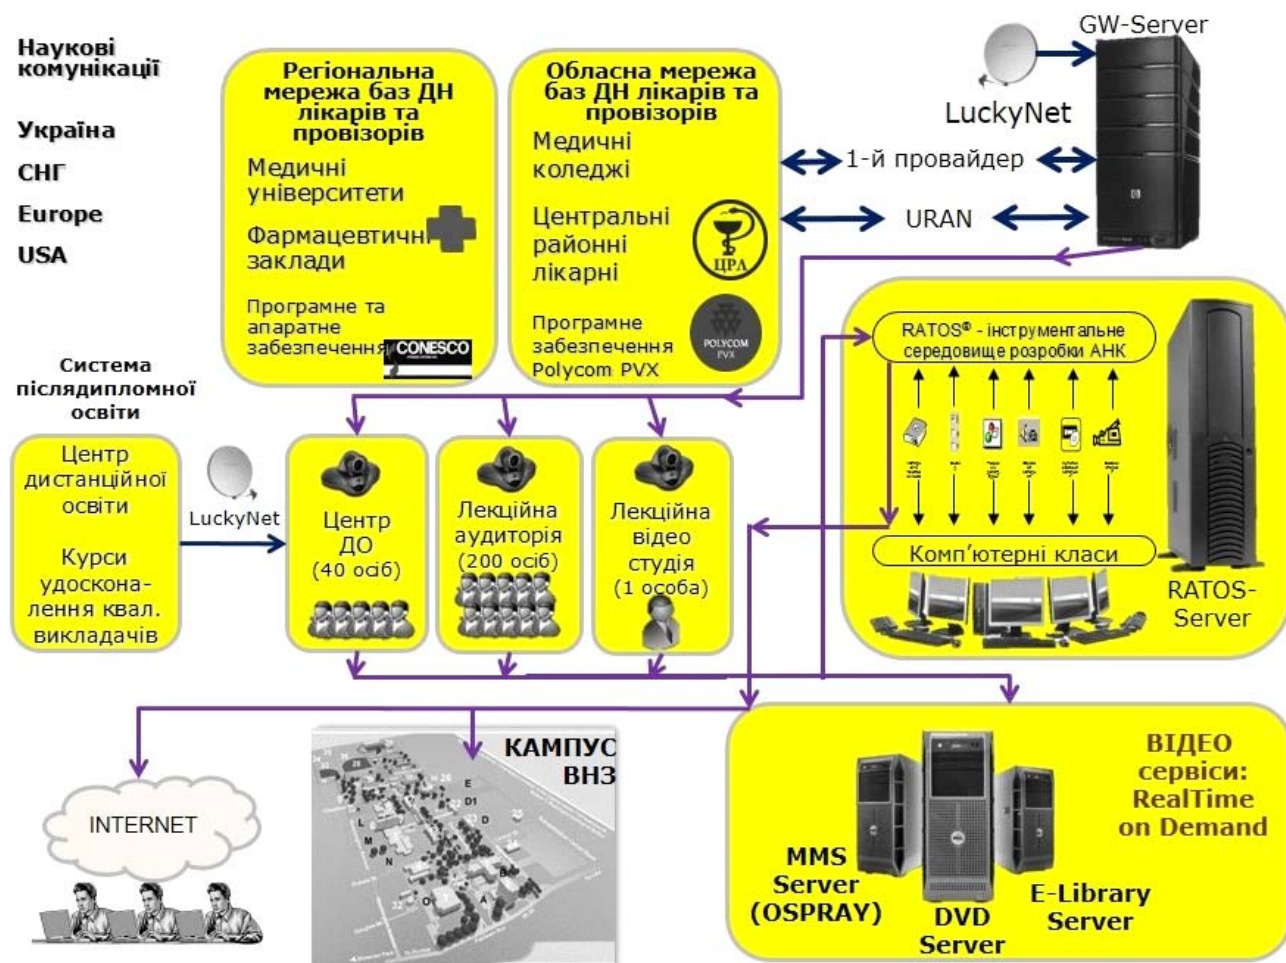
Структурна організація інформаційно-освітнього комплексу ВМ(Ф)НЗ для навчання лікарів (провізорів) засобами ІКТ.
